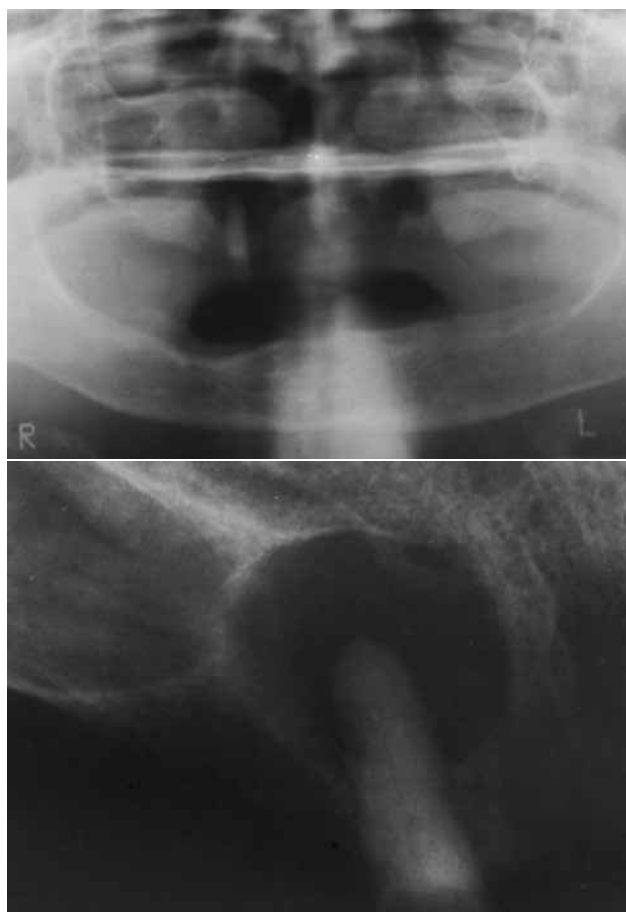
Vistas radiográficas panorámica y localizada que muestran zona radiolúcida de bordes definidos a nivel periapical de diente canino en maxilar superior.
